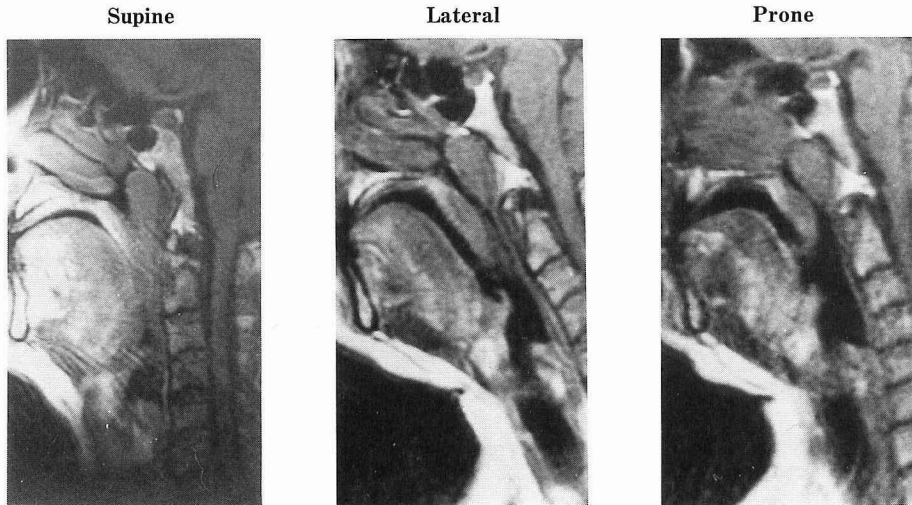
閉塞型無呼吸における体位別の上気道矢状断面 MRI 所見 (45歳, 男性)
